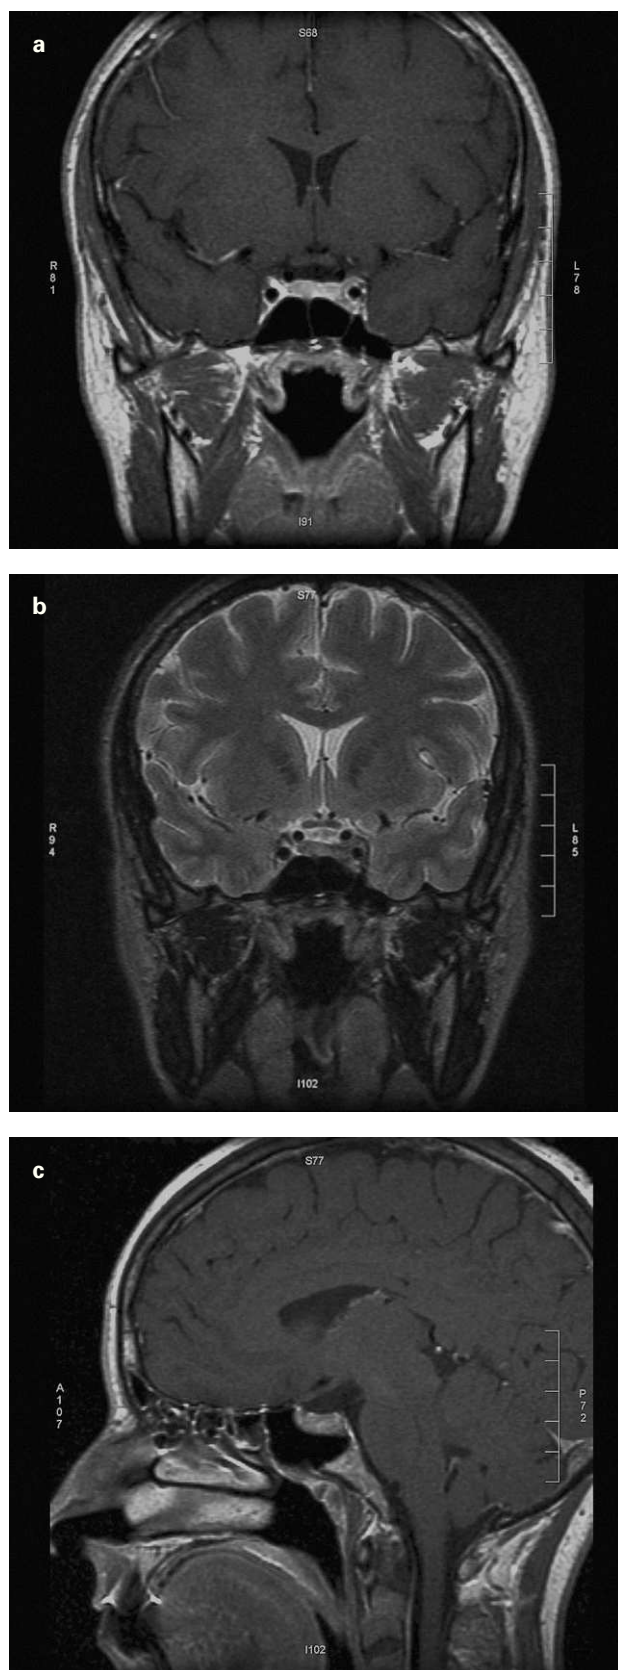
a) Resonancia magnética (RM) tras tratamiento. b) RM tras tratamiento. Secuencia potenciada en T2. c) RM tras tratamiento.
